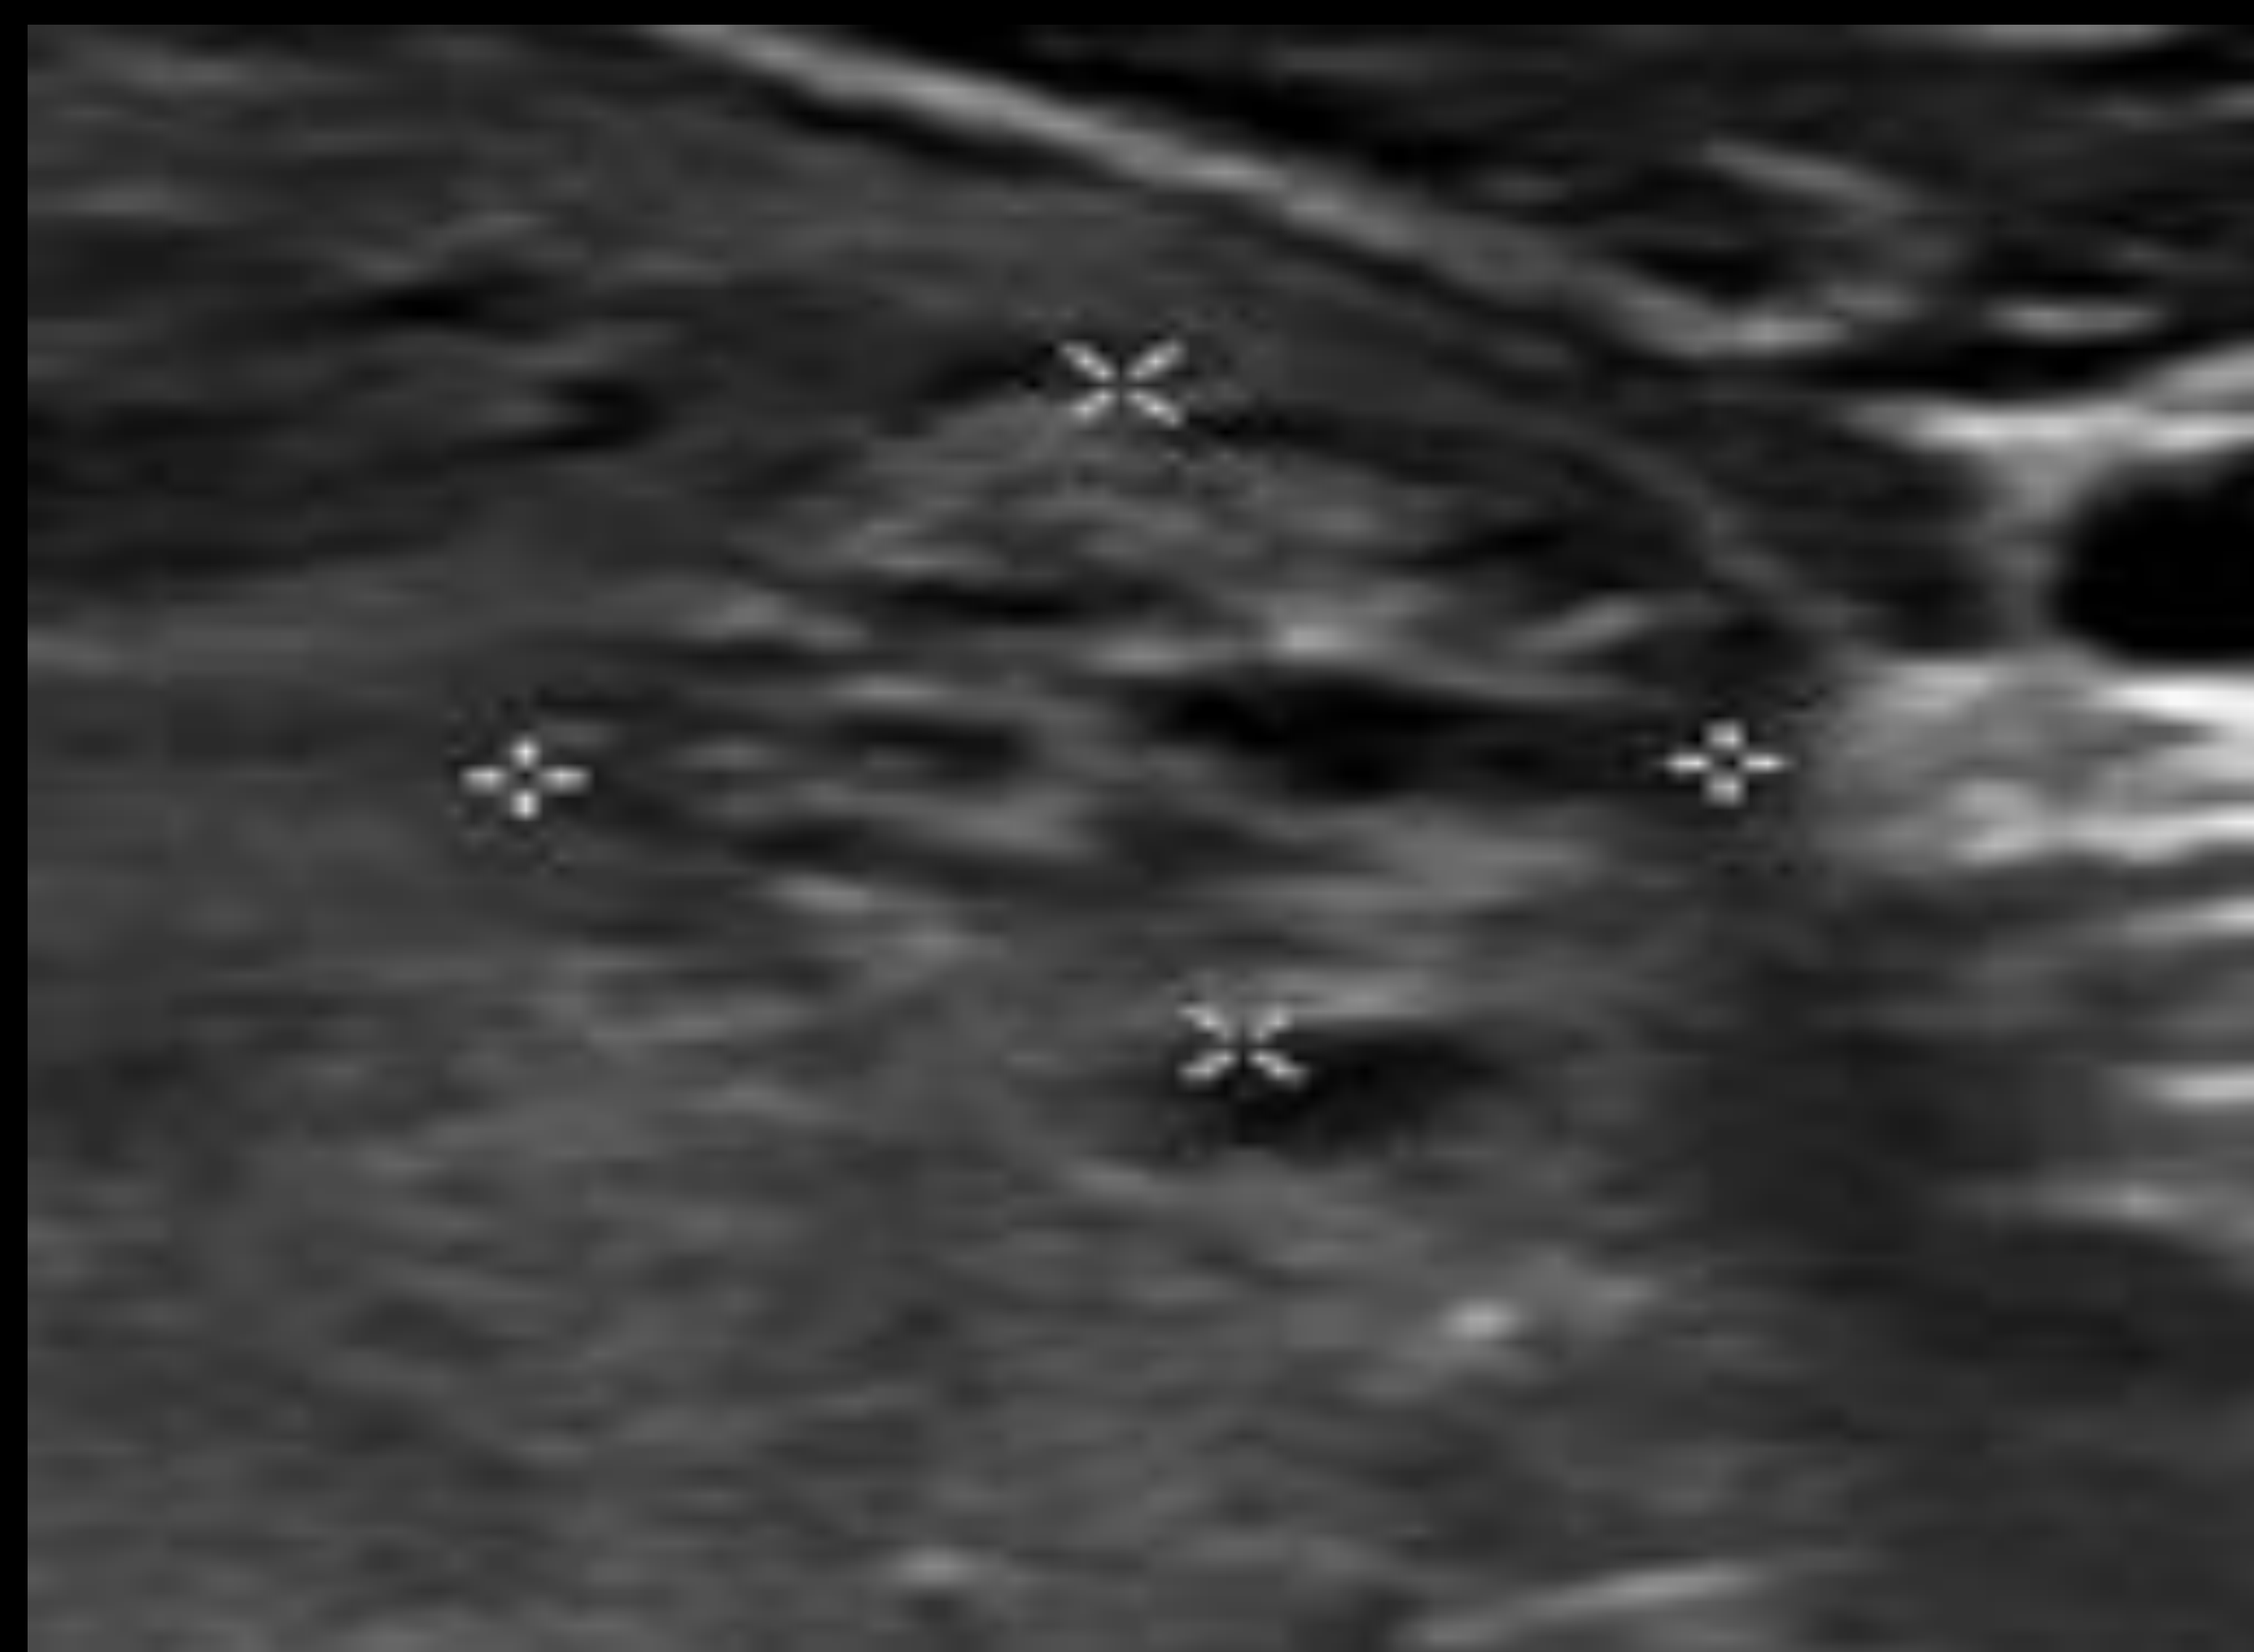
Corte axial de ecografía donde se muestra un NT (cursores); Características: esponjiforme 0p, por lo cual no se adicionan puntos por el resto de las características. Puntuación total: 0 puntos, Categoría: TR1, Recomendación: No se recomienda PAAF.
